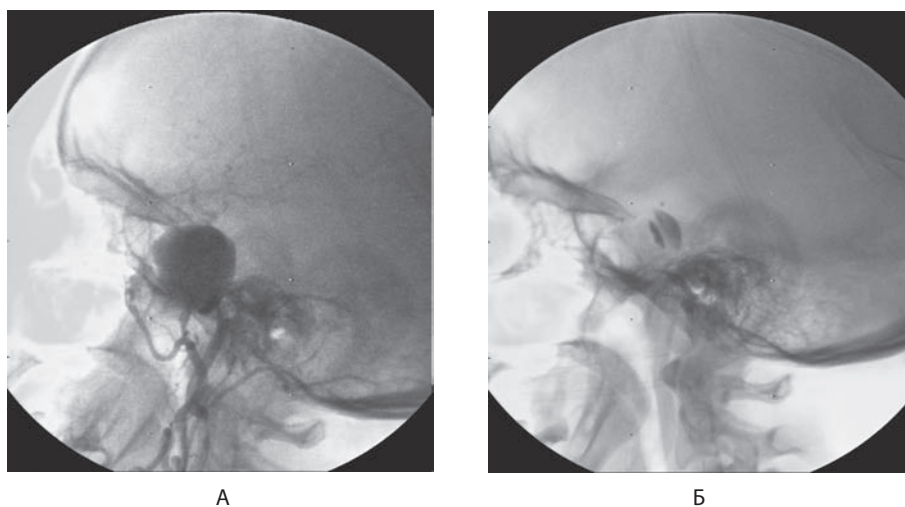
Хвора П., вік 37 років, діагноз — гігантська аневіризма кавернозного відділу внутрішньої сонної артерії: А — гігантська аневіризма до оперативного втручання, Б — аневіризма виключена деконструктивно, на рівні аневіризми візуалізуються рентген-контрастні мітки балона-катетера
